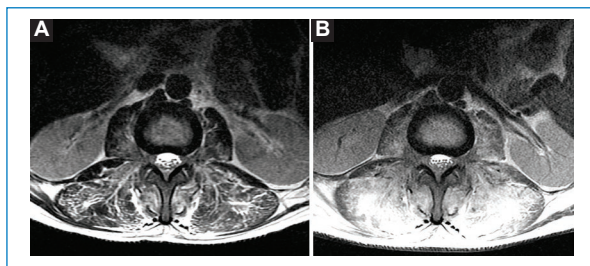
Cortes axiales de RM de columna lumbar ponderados en T2 al inicio (A) y a los 30 días (B), donde se evidencia la progresión del compromiso muscular con aumento de la intensidad de señal y pérdida del patrón miofibrilar de los músculos paraespinales y psoas.
